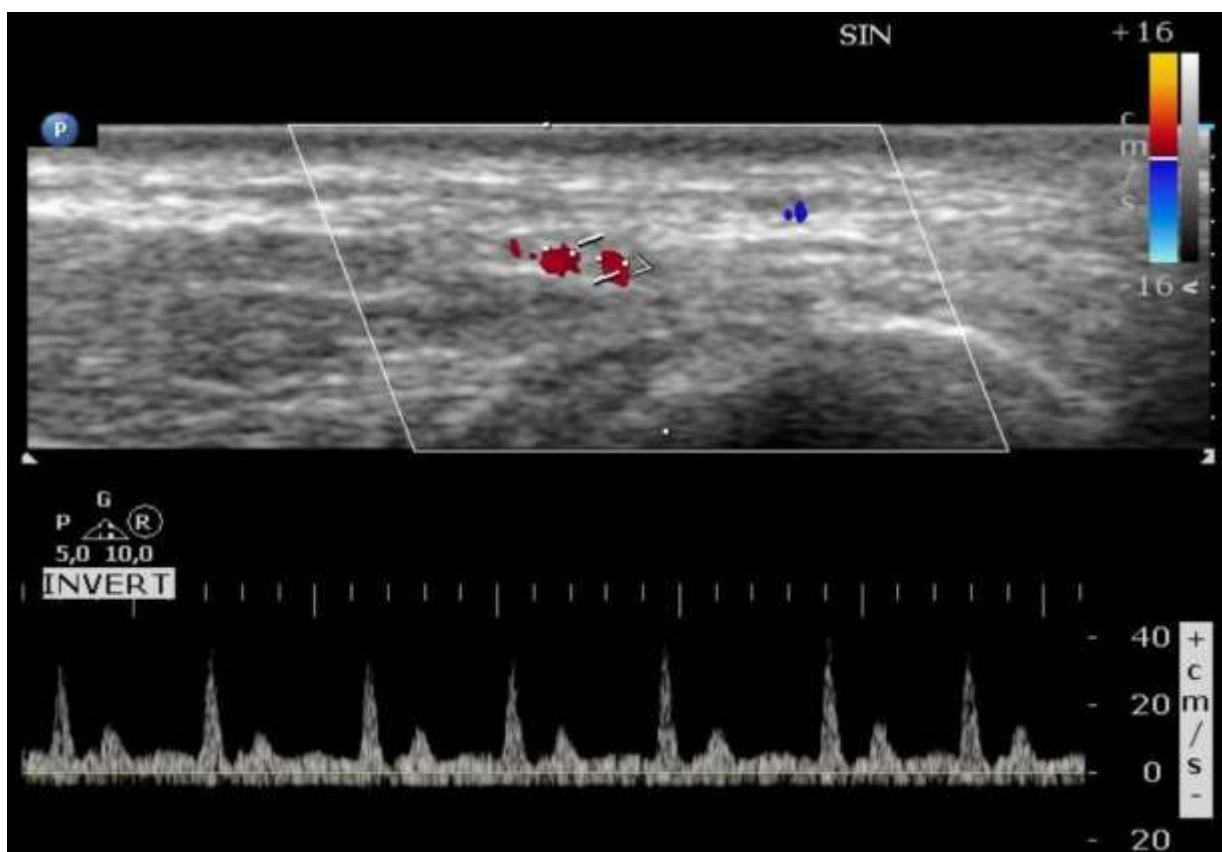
Odstup pravostranné bezejmenné tepny v barevném dopplerovském ultrazvukovém zobrazení. Bílá šipka – bezejmenná tepna; zelená šipka – arteria radialis.
